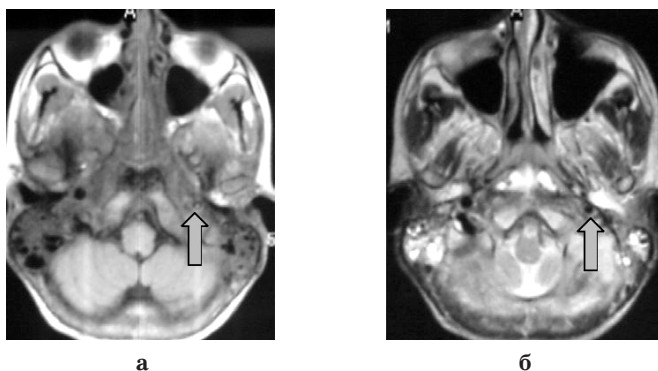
МРТ больного К.: в левом яремном отверстии визуализируется утолщенная стенка яремной вены (воспаление) и тромб в просвете сосуда (а); в левом яремном отверстии визуализируется утолщенная стенка яремной вены, проходимость сосуда сохранена (б).
